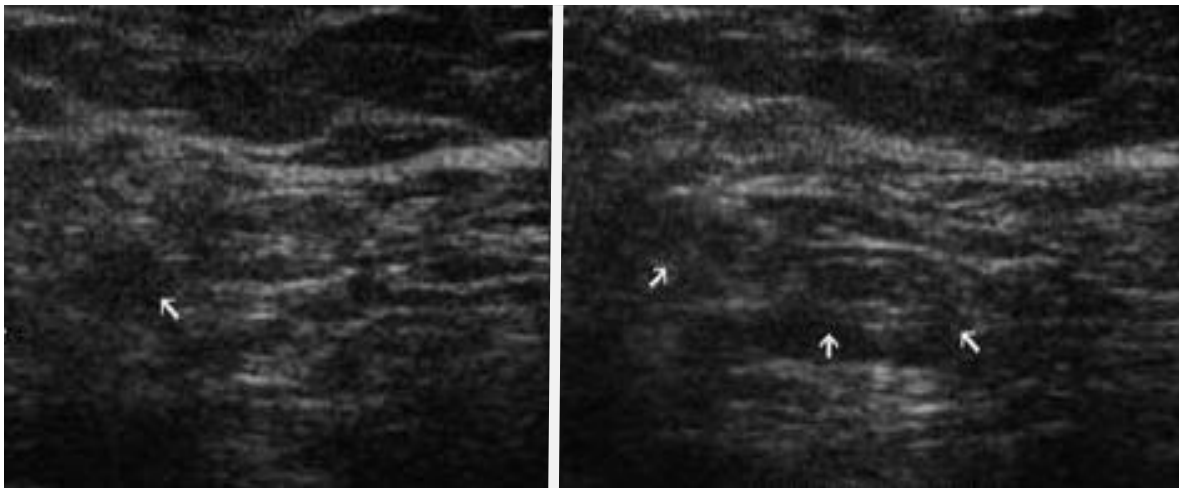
Ultrasonido de región inguinal derecho. Imagen izquierda sin realización de esfuerzos, imagen derecha con maniobra de Valsalva
